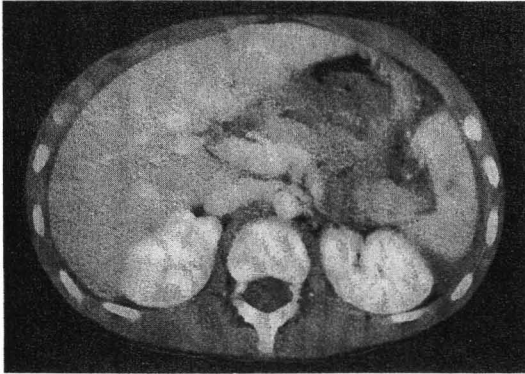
CT scan, showing hemoperitoneum and the hematoma of the splenic hilum.
